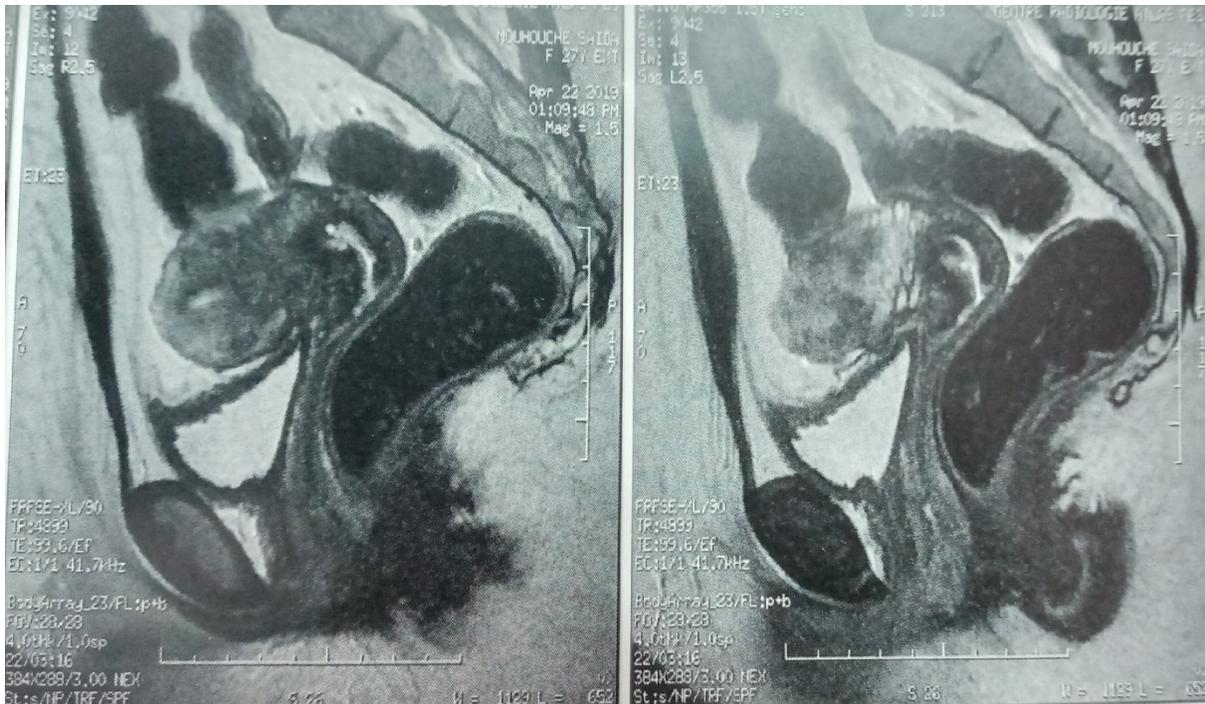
IRM objectivant une image fundique persistante de 16mm.
